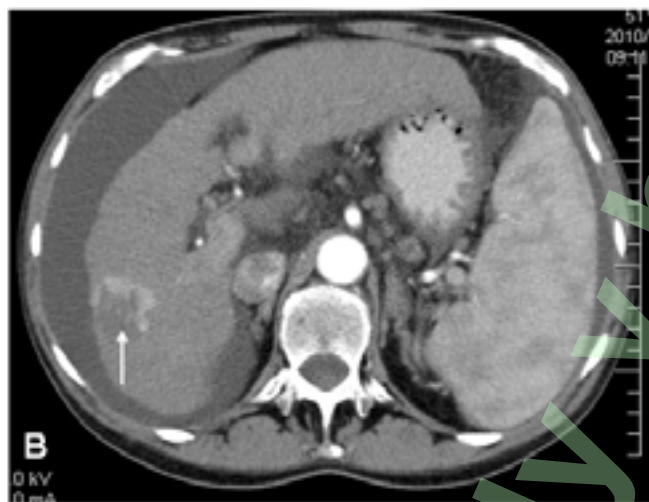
Kontrastné CT pečene. Artériová fáza.
